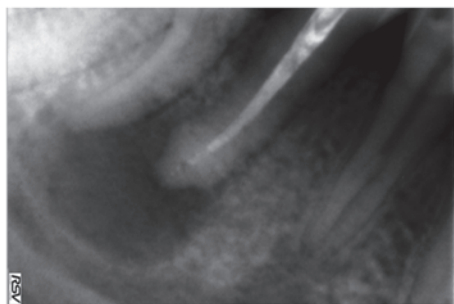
Внутривитровой снимок зуба 4.5. Корневой канал обтурирован не полностью. В периодонте определяются рентгенологические признаки значительного хронического воспаления и патологической резорбции верхушки корня
